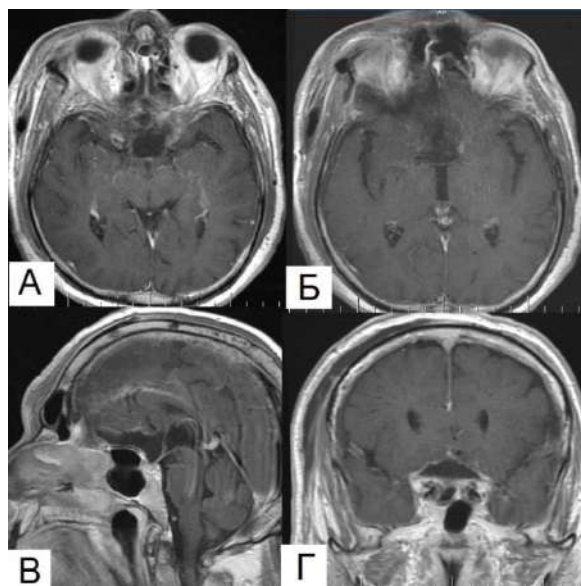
Клинический пример №3. Пациент 66 лет. МРТ головы с контрастным усилением на 2 сутки после операции – тотальное удаление опухоли.
